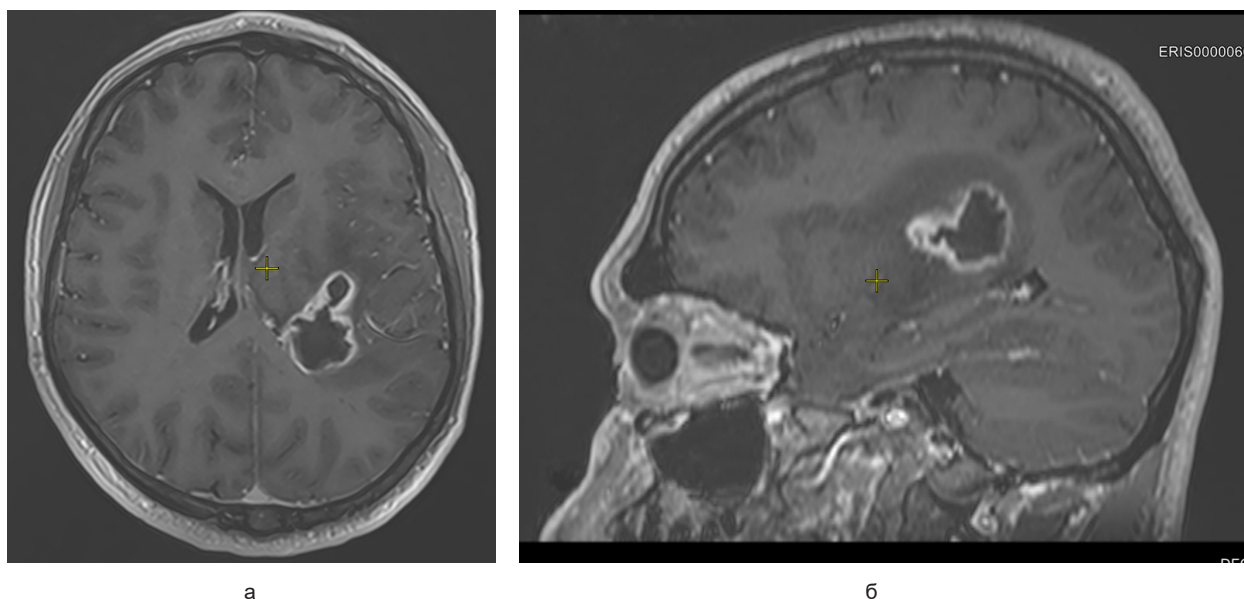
Результат МРТ-исследования головного мозга с контрастным усилением в двух проекциях: а — аксиальная; б — сагиттальная
